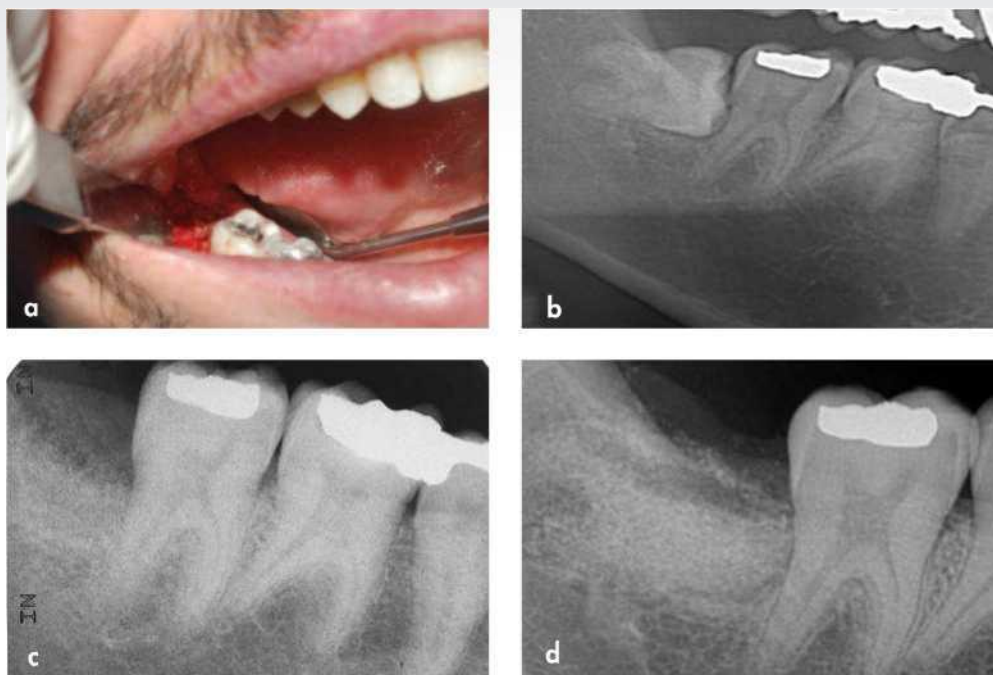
Места удаления 48 зуба, заполненные частицами дентина, полученными из этого зуба после удаления с помощью устройства Smart Dentin Grinder. Клинический вид места удаления зуба (а) и рентгенограмма ретенированного 48 зуба (b); после удаления 48 зуба частицы удаленного зуба были подготовлены и помещены в место удаления (с); через 4 месяца частицы и новообразованная кость полностью заполнили пустоту рядом с дистальным корнем 47 зуба (d).
